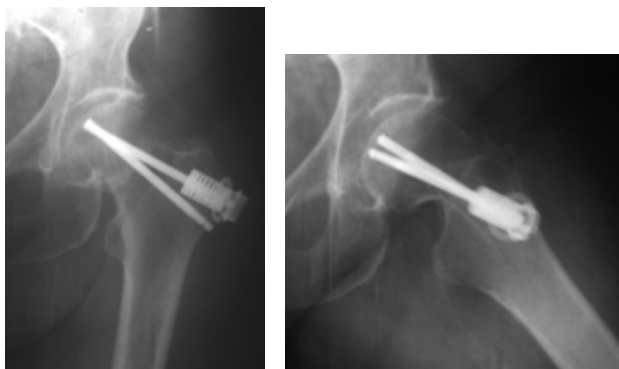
Рентгенограммы после остеосинтеза перелома у больной К., (и/б №106580)
